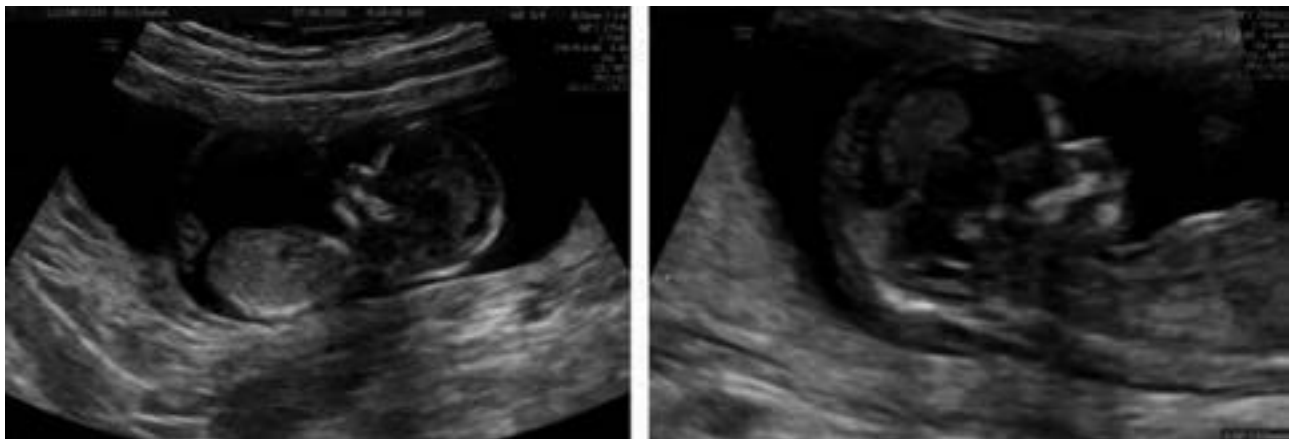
Ecografía de primer trimestre embarazo gemelar bicorial biamniótico sanos
